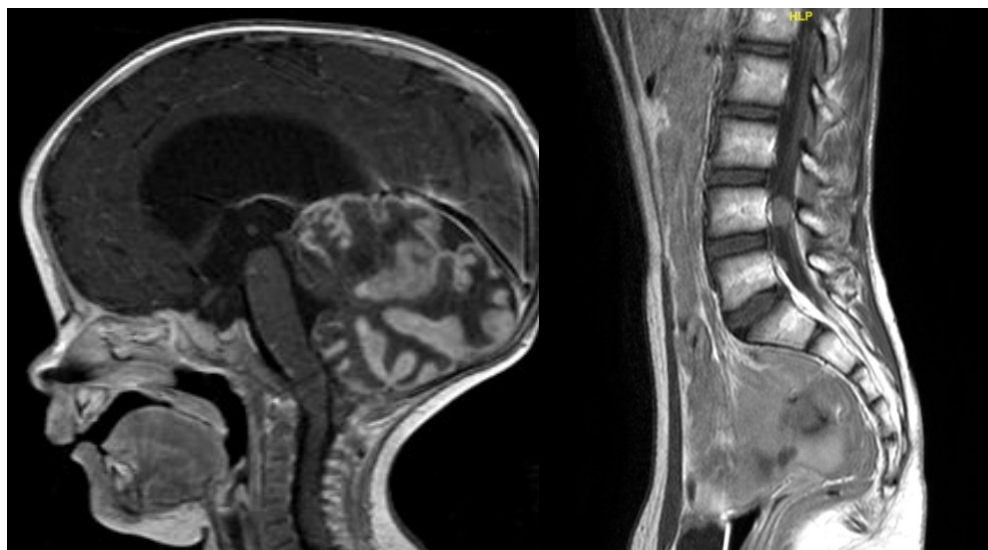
Immagine di RM encefalo e rachide in pz affetto da medulloblastoma
